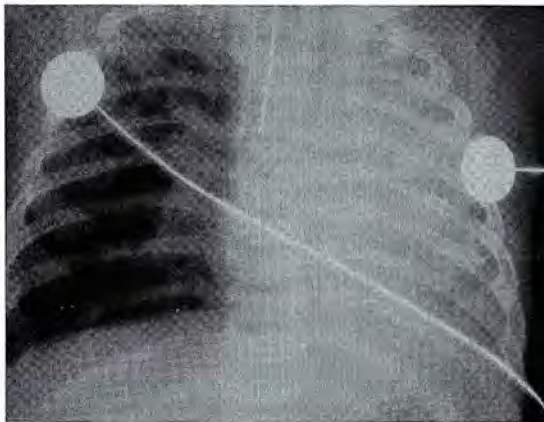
Radiografía AP de tórax: Nótese imagen "en collar de perlas" por fracturas múltiples a nivel de articulación costo-transversal, debido a compresión torácica manual durante la sacudida.
